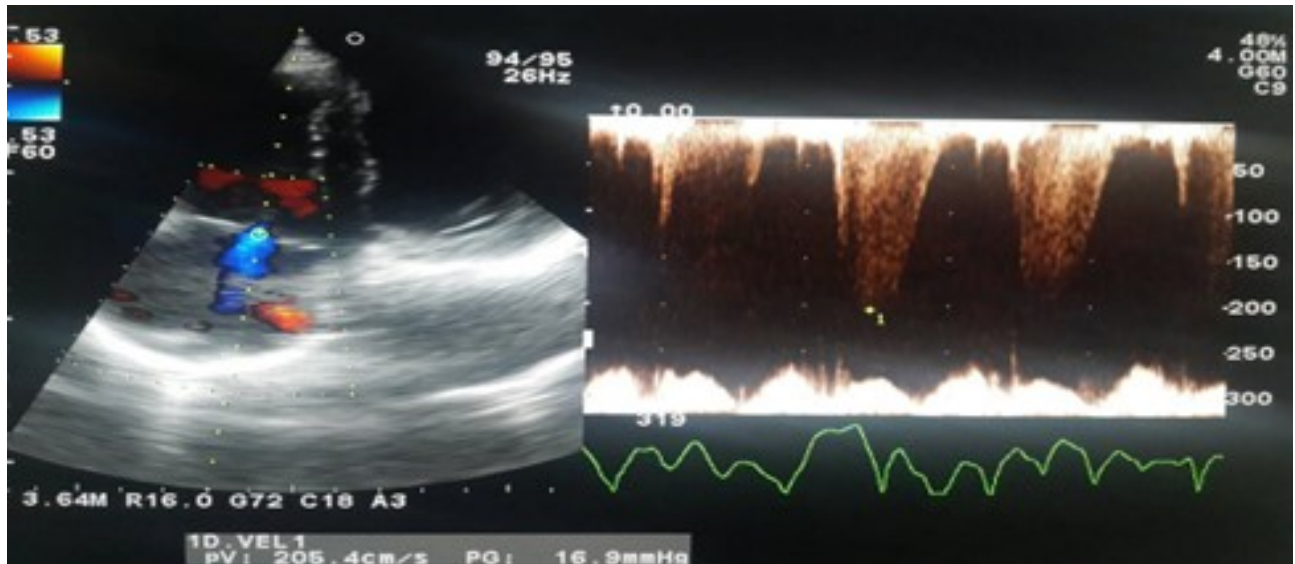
Ecocardiograma realizado a paciente que muestra fracción de eyección baja, (fuente propia de los autores).
